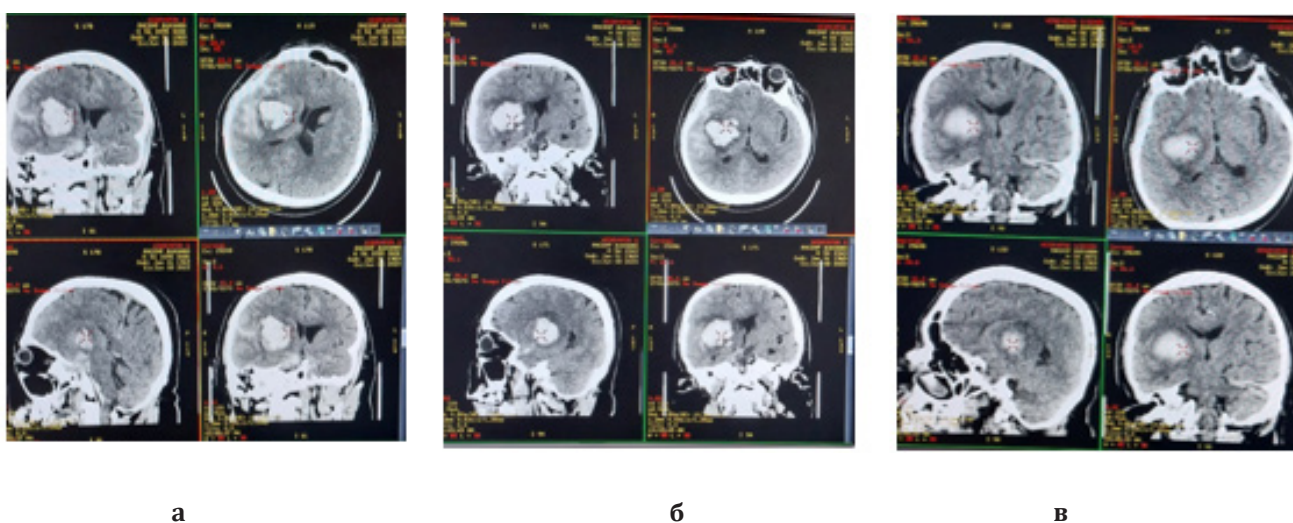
МСКТ больной Г. с геморрагическим инсультом, не получавшей лимфотропную терапию (при поступлении – а, на 5-е сутки – б, на 10-е сутки – в).
